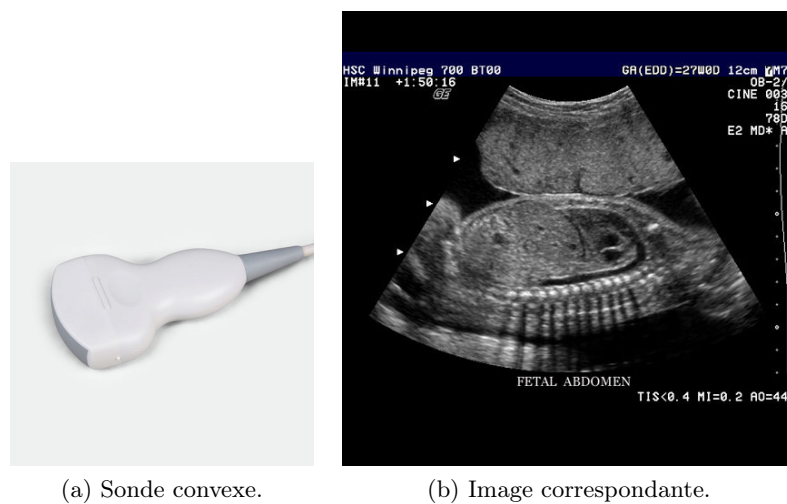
Une sonde convexe (C3.5, Iontek) et l’image ultrasonore correspondante d’un foetus.
